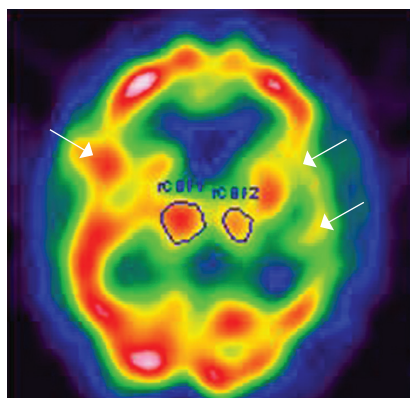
ОФЭКТ с ^{99m}Tc -ГМПАО. Деменция альцгеймеровского типа легкой степени тяжести. Двусторонняя гипоперфузия височной коры (показано стрелками)
